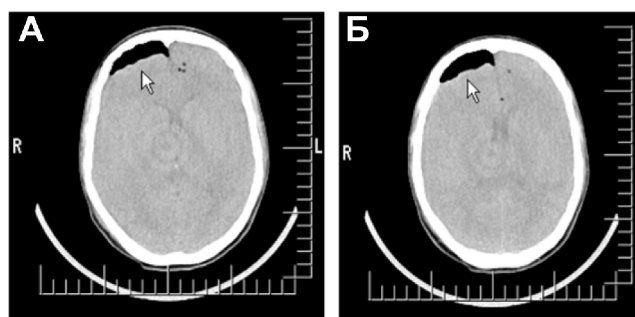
(А, Б). Больная Y, 29 лет, оперированная по поводу невриномы слухового нерва справа. В раннем послеоперационном периоде отмечено длительное пробуждение, по данным КТ ГМ — небольшое скопление воздуха над лобной долей справа.
